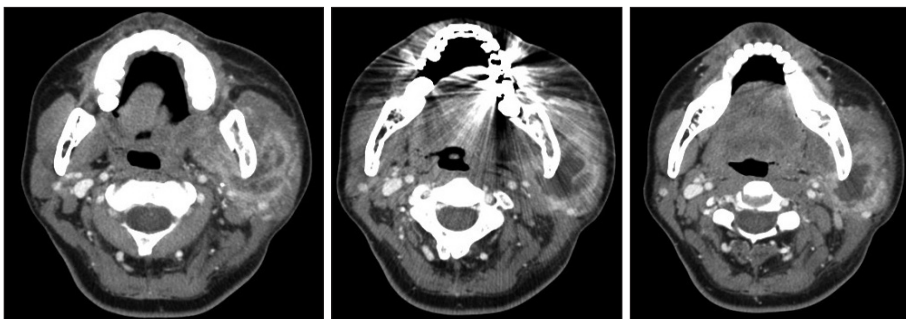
Axial image of neck CT scan. Increased extent of low-signal intensity area in parotid space, but slightly decreased extent of masticator space, left.
